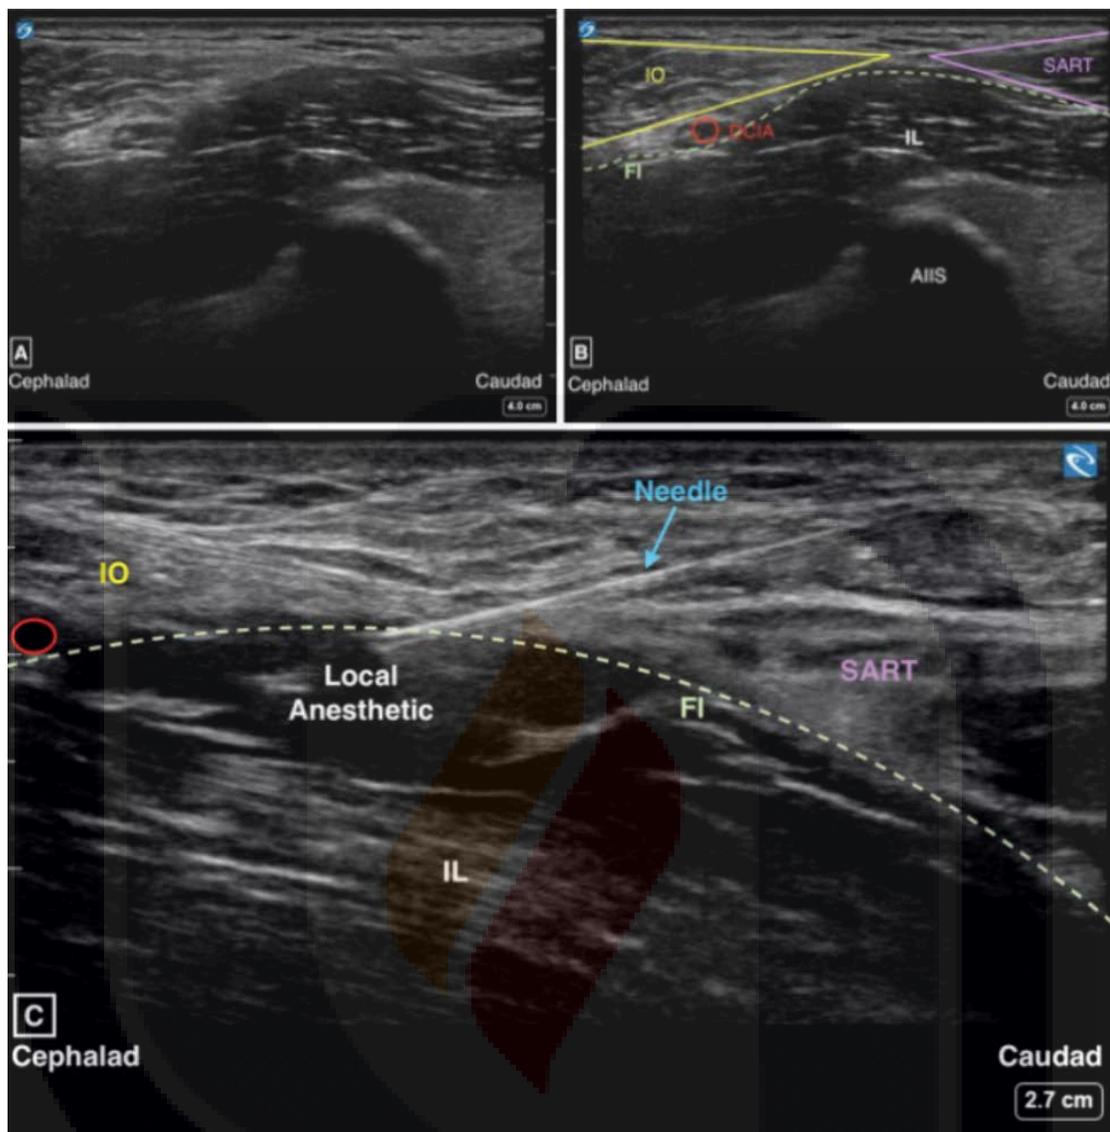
Imagen ultrasonográfica obtenida en el bloqueo de fascia iliaca. Signo de "corbata de moño". IO: oblicuo interno; SART: sartorio; DCIA: arteria iliaca circunfleja profunda; FI: fascia iliaca; IL: músculo iliaco; AIIS: espina iliaca anterosuperior (33)
